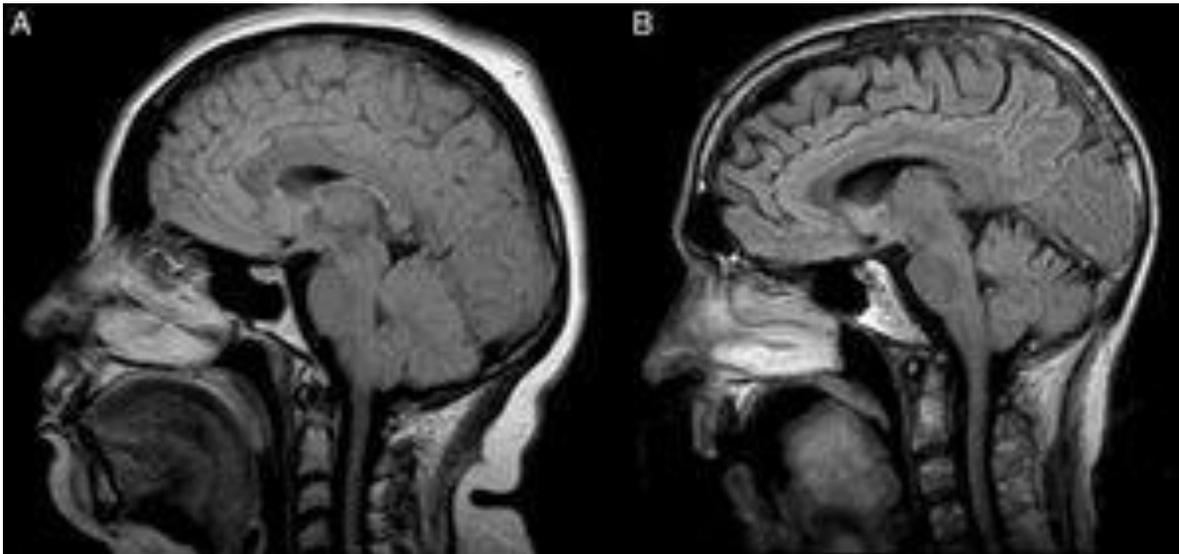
Resonancia magnética en lengua con ELA.³⁰
